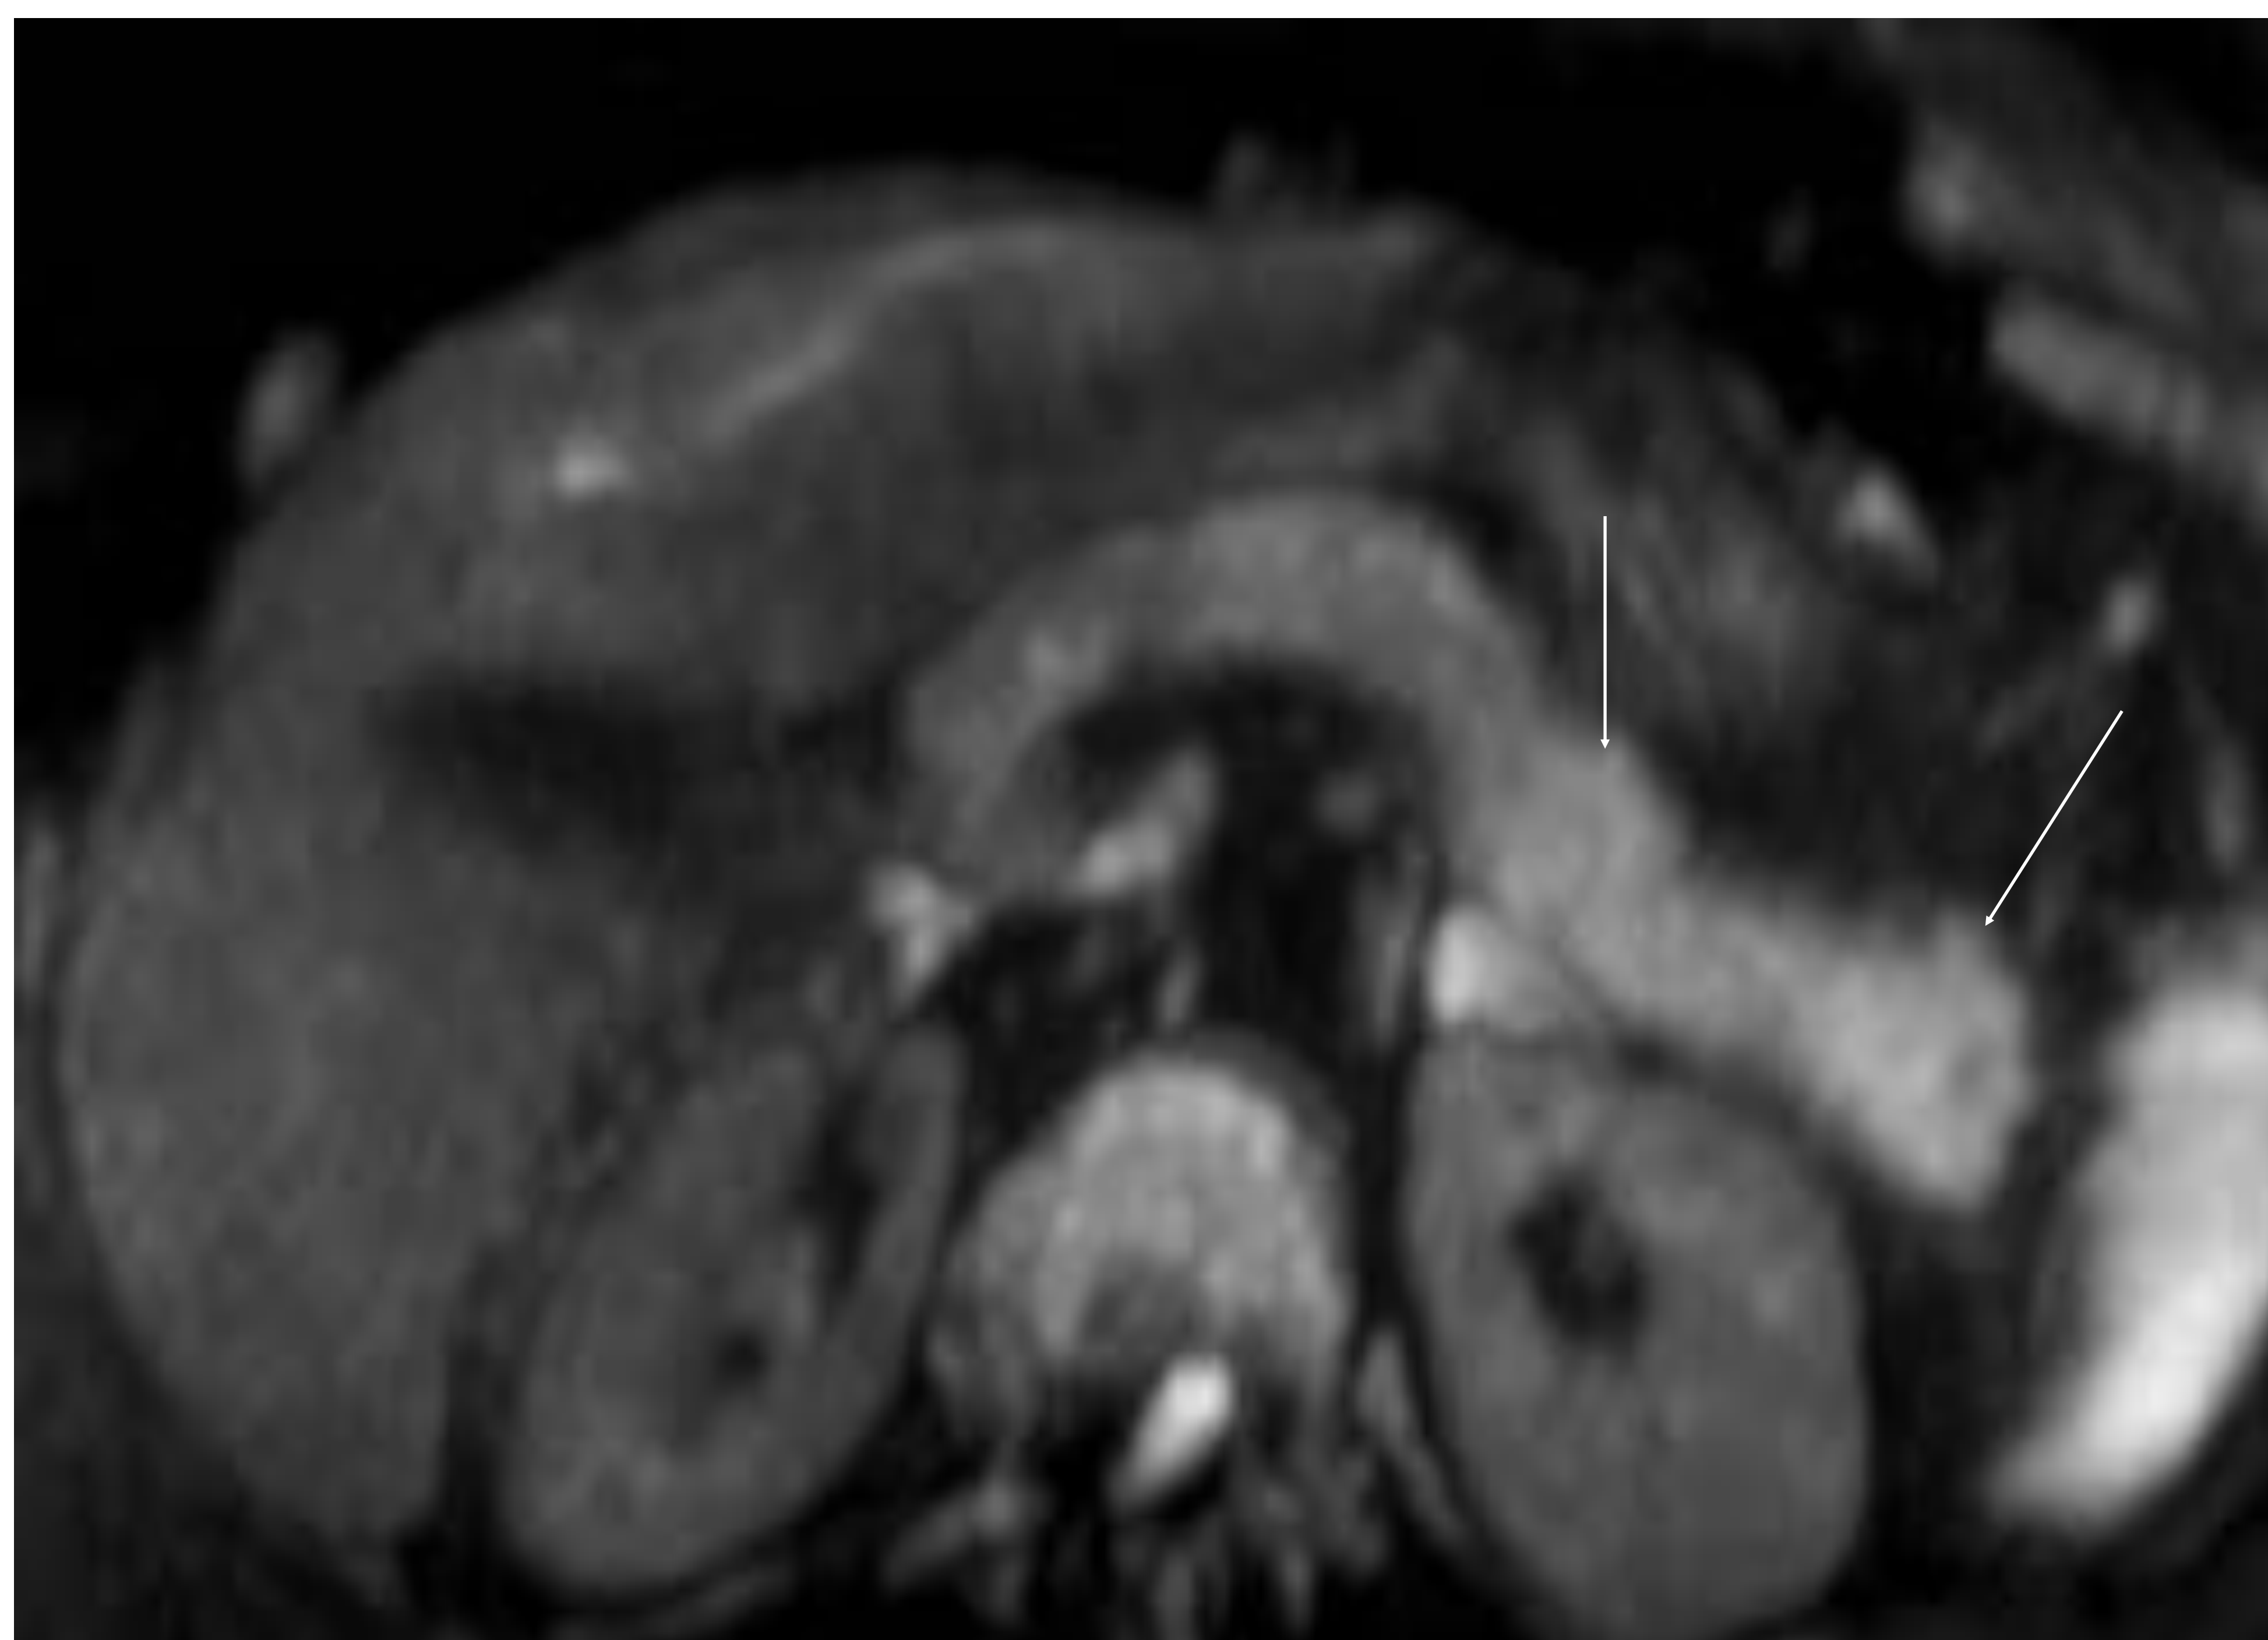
Secuencia de DWI, con alto valor de b, que muestra un aumento de señal en la cola pancreática (flechas) secundario a una PA.
